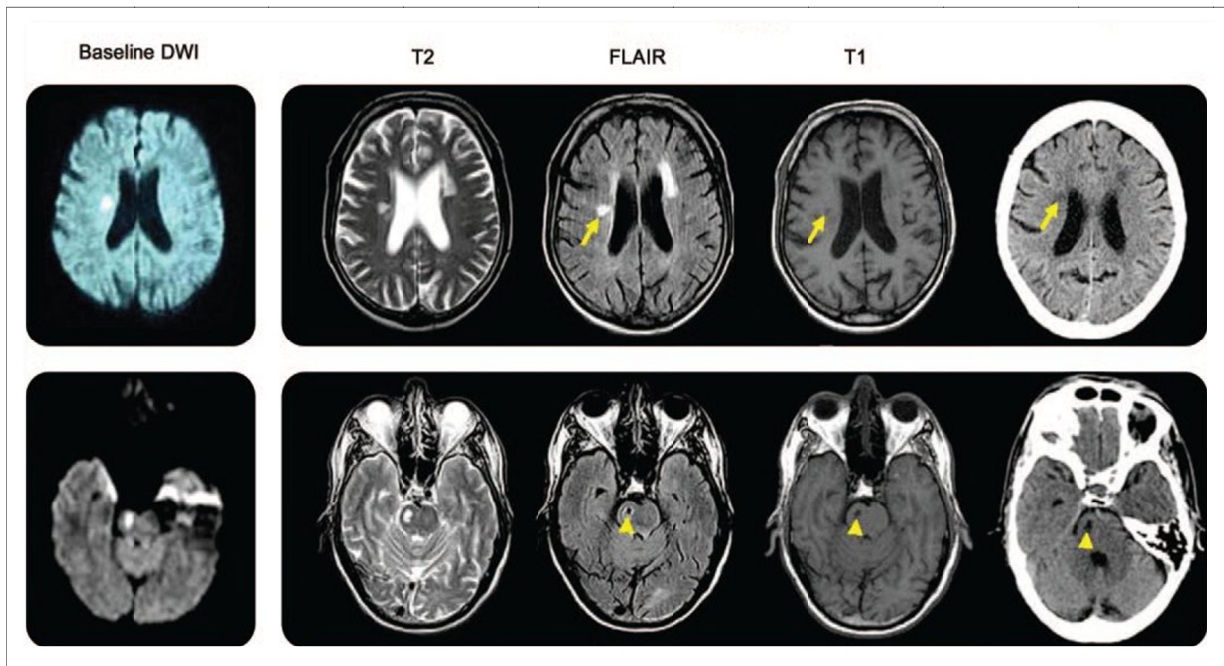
Evolución de ictus agudo en RMC y TAC-craneal. En fila superior observamos que tras ictus isquémico agudo la imagen a los 42 meses no se transforma en una cavitación (flechas amarillas), mientras que en imagen inferior si observamos la caviatación a los 12 meses (flechas amarillas)(modificado de Koch et al¹⁴⁶)
